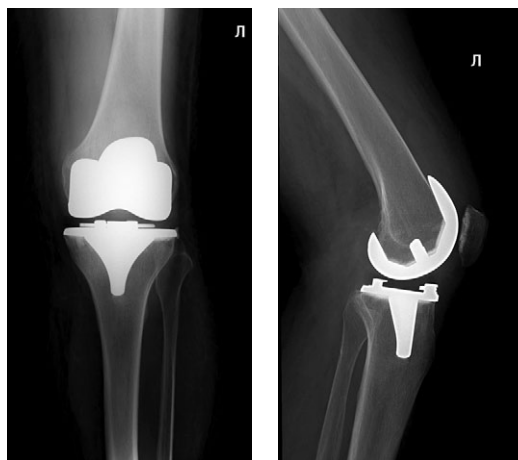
Рентгенограммы коленного сустава после ревизионной операции
